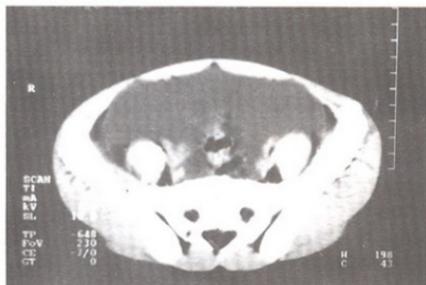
TAC abdomen inferior: abundante líquido en abdomen inferior.
